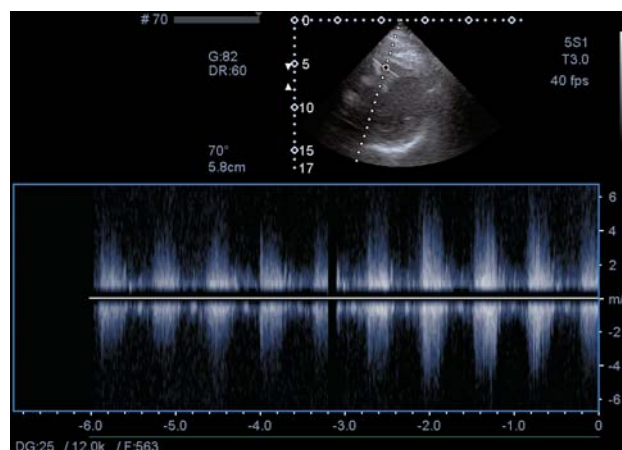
Эхокардиограмма через 14 дней после процедуры.
